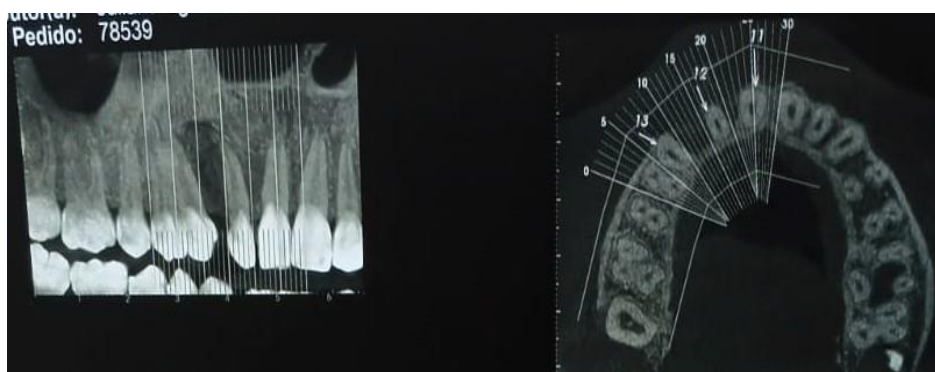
Tomografia Computadorizada da Maxila (Outubro,2020)
